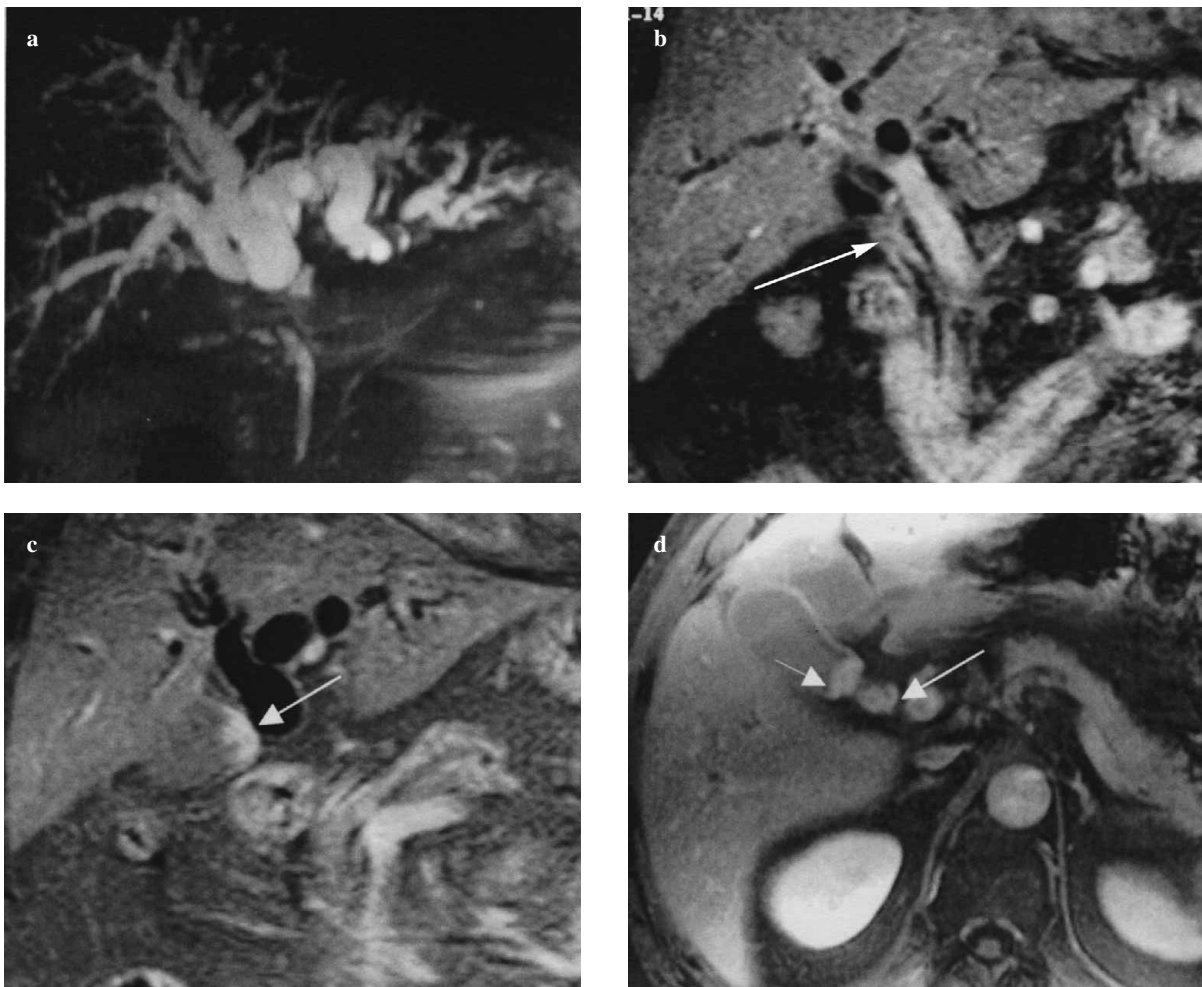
Hilar circumferential cholangiocarcinoma infiltrating the cystic duct. On magnetic resonance cholangiopancreatography (MRCP) (a), marked dilatation of the intrahepatic bile ducts is appreciable. After administration of contrast medium, late-phase coronal images (b, c) show peripheral enhancement that envelops the main hepatic duct (arrow) with extension to gallbladder infundibulum (arrows) and cystic duct (d).
